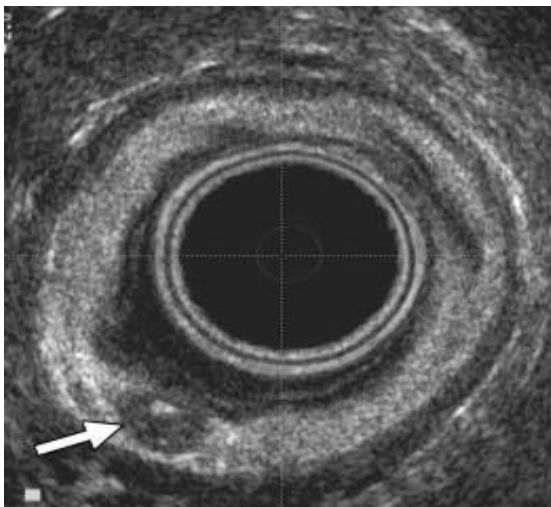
ecografía endorectal carcinoide de recto
